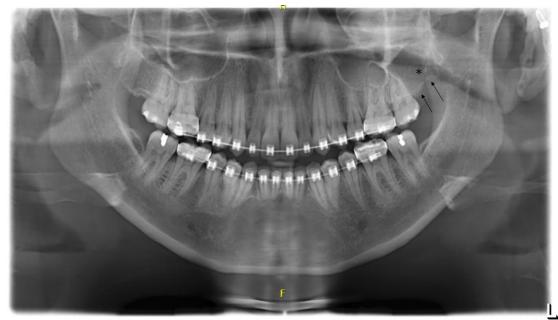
Radiografia panorâmica de mandíbula. Alterações no trabeculado ósseo (asterisco e setas) em tuberosidade maxilar do lado esquerdo
